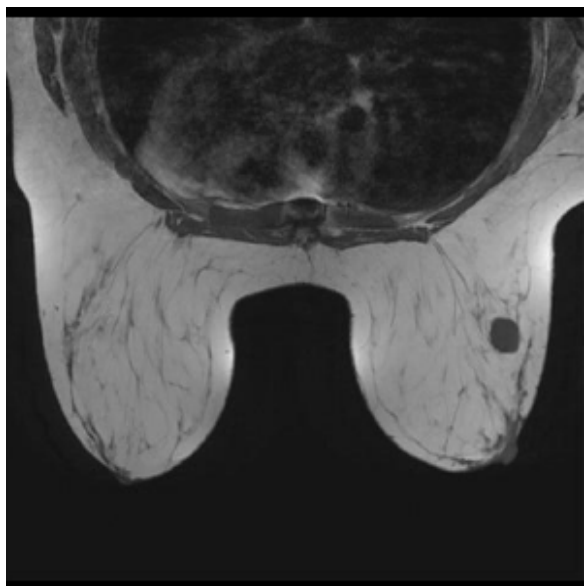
IRM mammaire (3) : (20)
